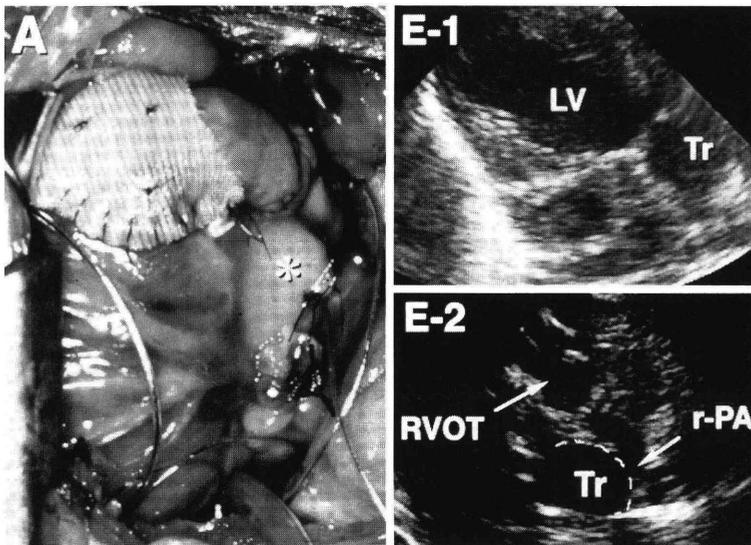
A; 術中写真(根治後). 右室—肺動脈の形態は良好. \*: 総動脈幹, E-1, 2; 術後3カ月の心エコー図. 両心室の流出路形態を示す. 右肺動脈は総動脈幹(Tr)を回り込むように走行している. LV; 左室, Tr; 総動脈幹, RVOT; 右室流出路, r-PA; 右肺動脈
